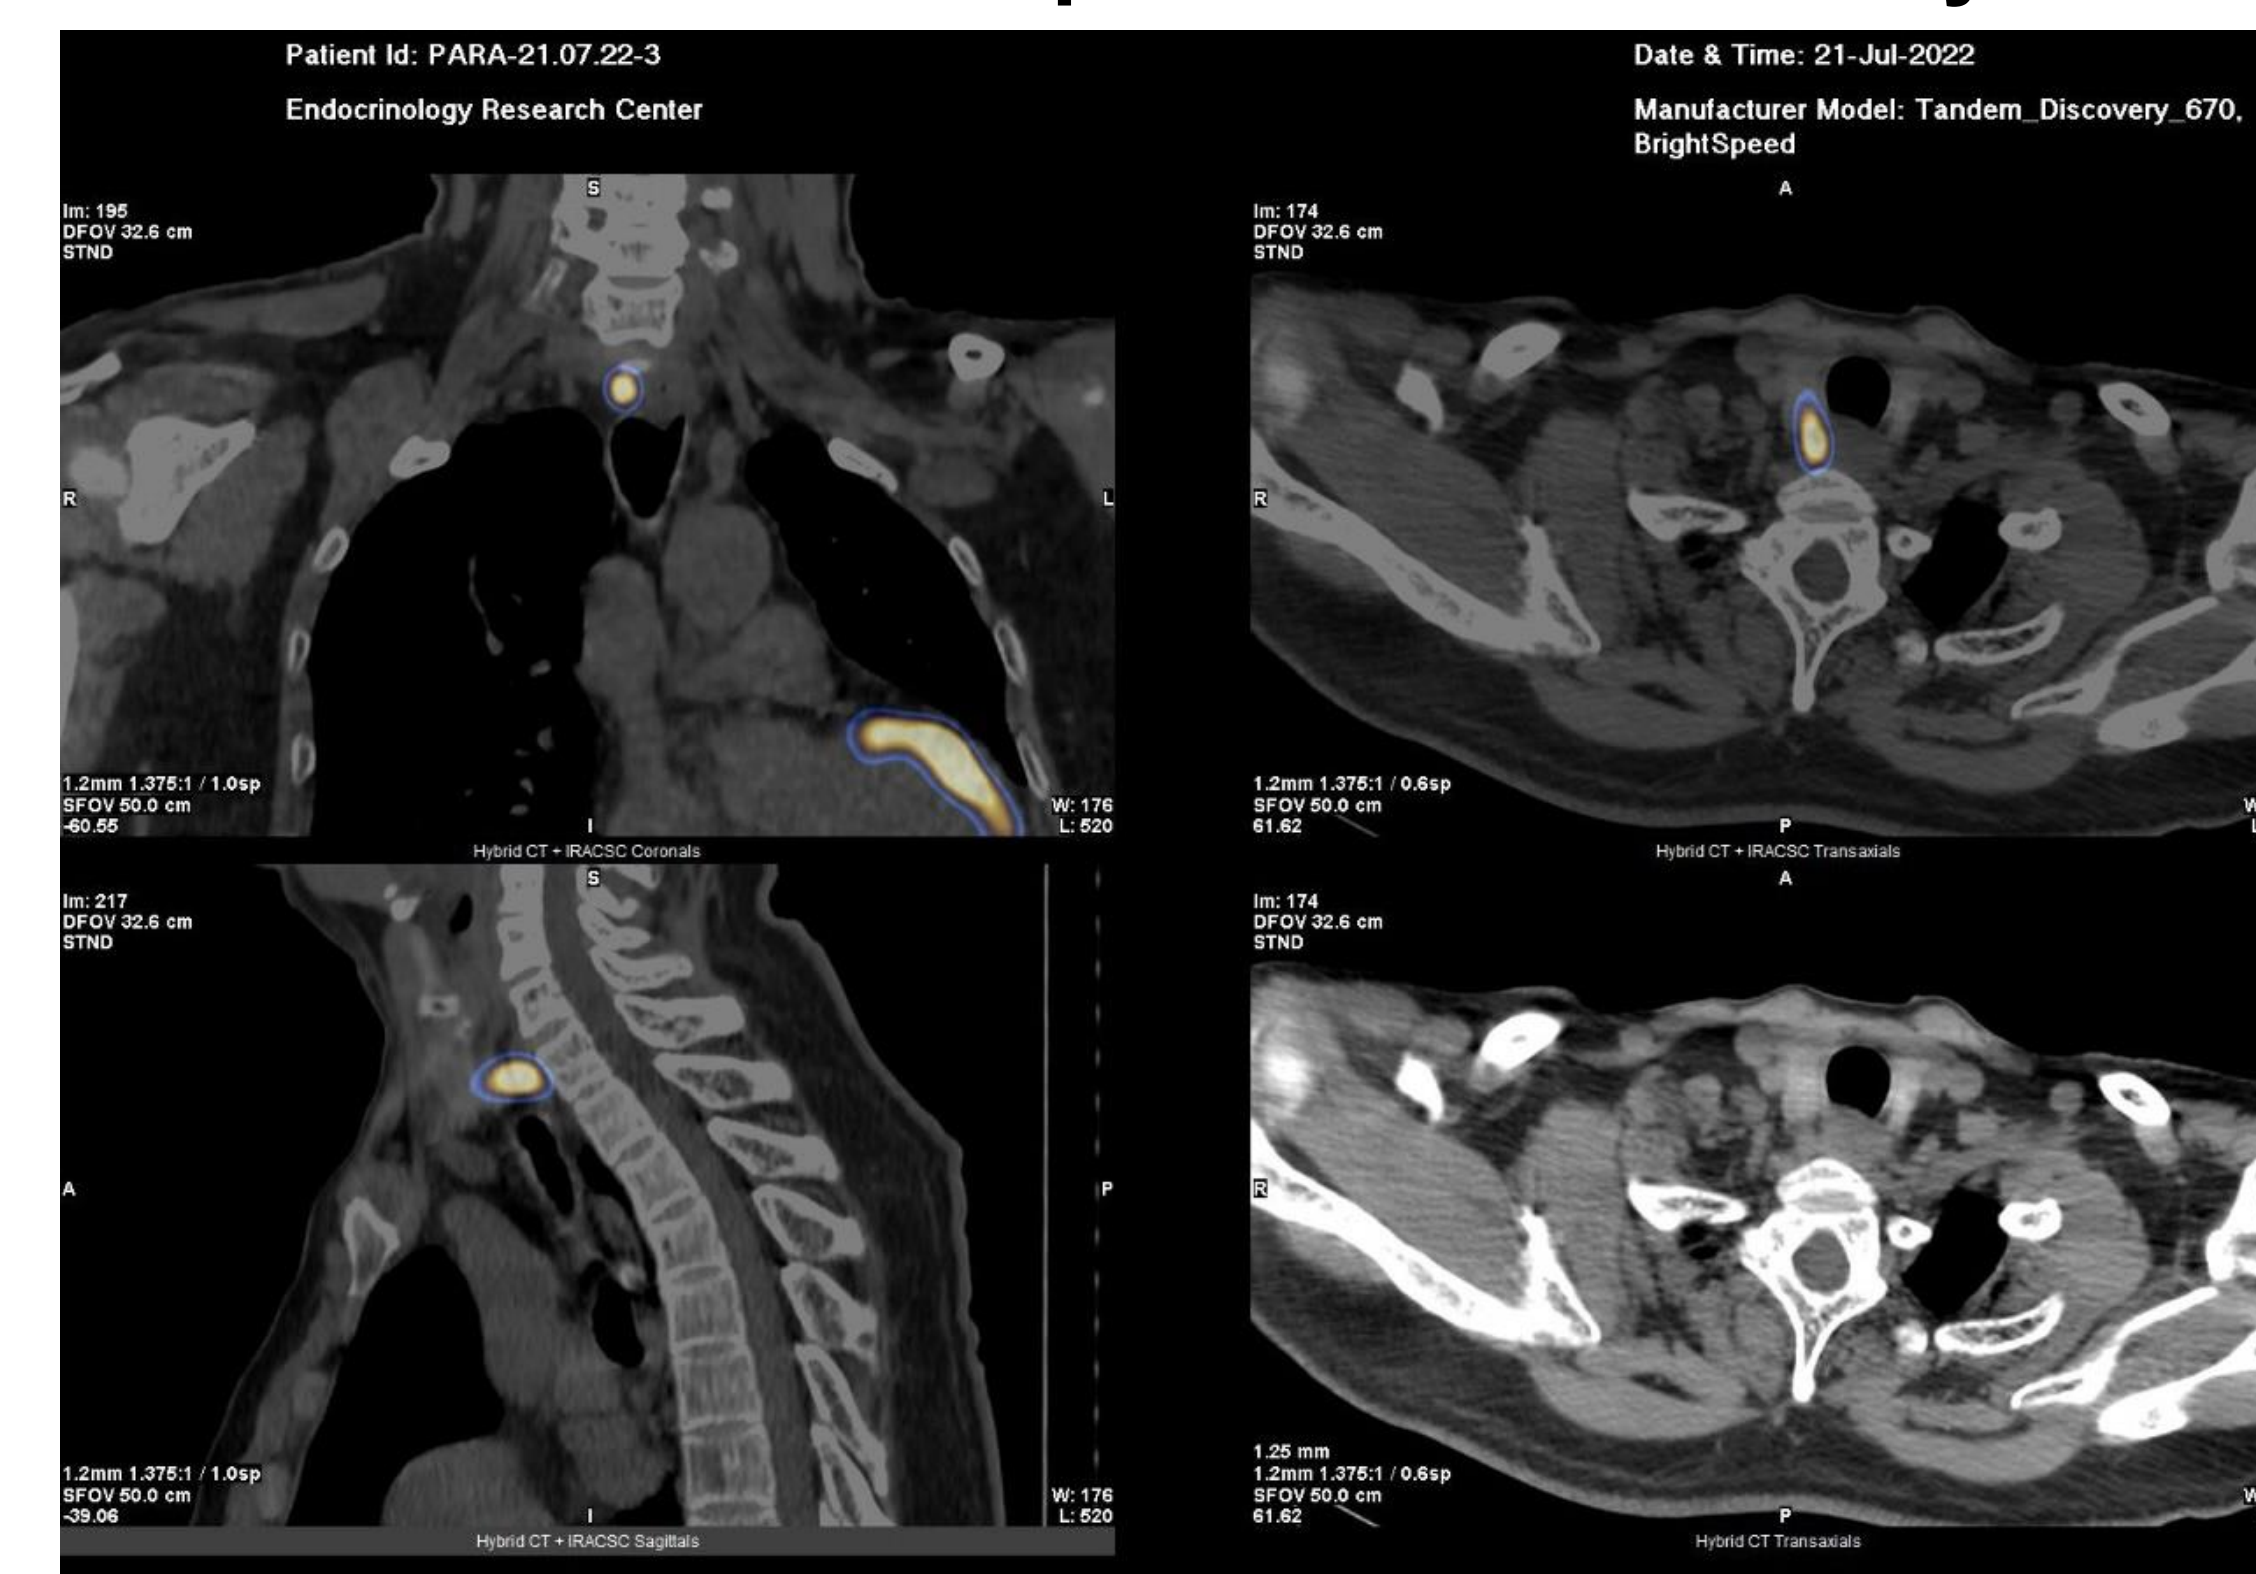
Сцинтиграфия с ОФЭКТ/КТ ОЩЖ
